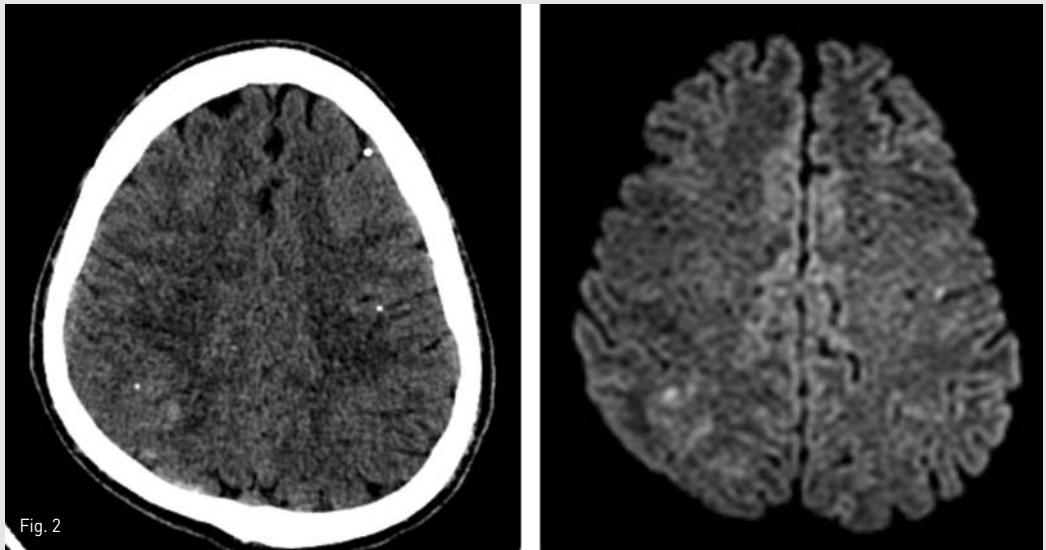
An axial CT scan obtained 1 day following embolization, shows multifocal scattered lipiodol density in brain (left), and Diffusion weighted brain MR shows multiple diffusion restriction spot suggesting acute infarction (right).
